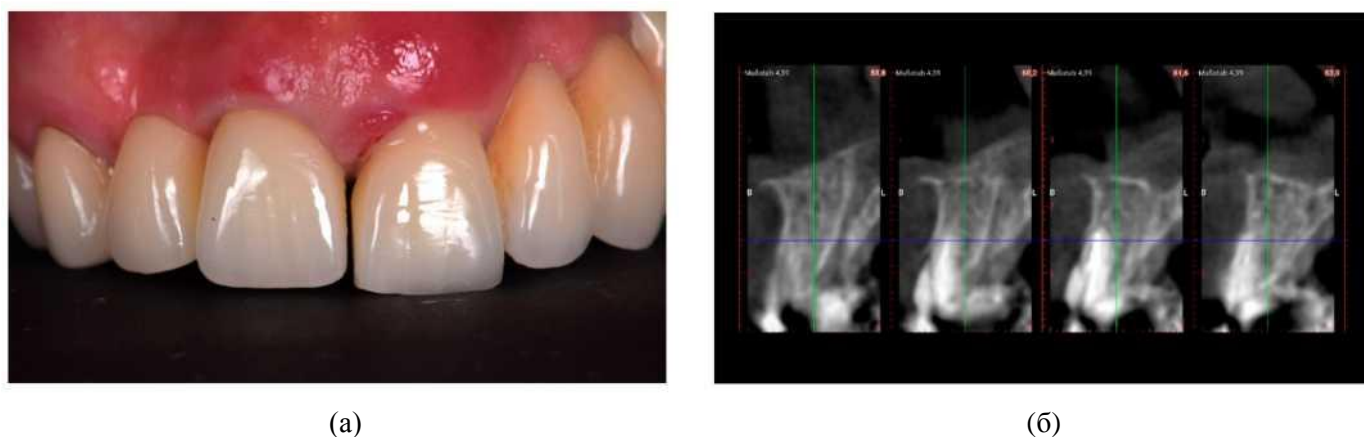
Первый клинический случай. Интраоральный снимок, полученный до операции: (а) поврежденный зуб № 21 во фронтальной проекции; (б) конусно-лучевая КТ, выполненная до операции.
